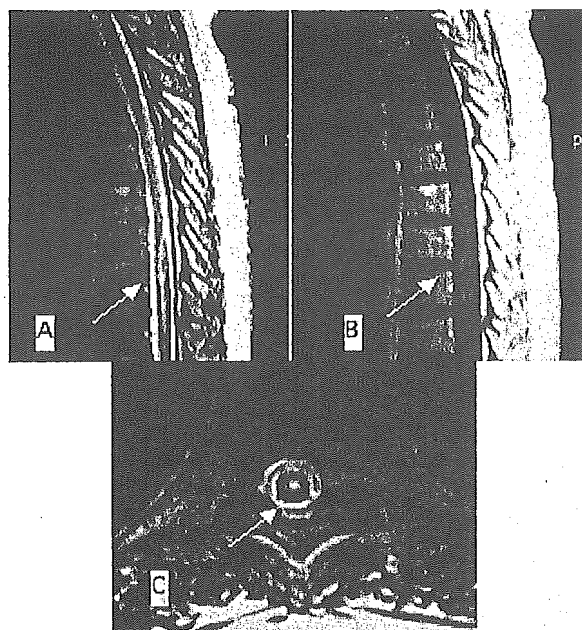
MR images of the thoracic cord in case 2.
